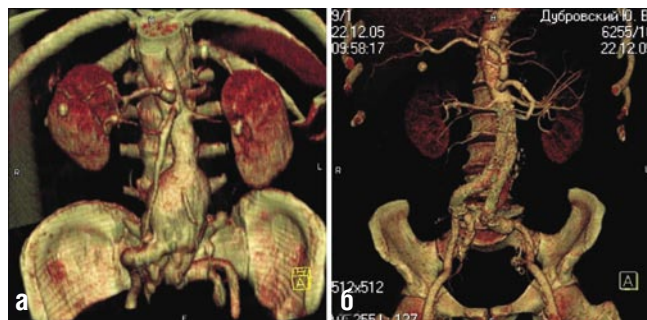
КТ-ангиография: а – до операции, б – результат эндопротезирования «Excluder»
